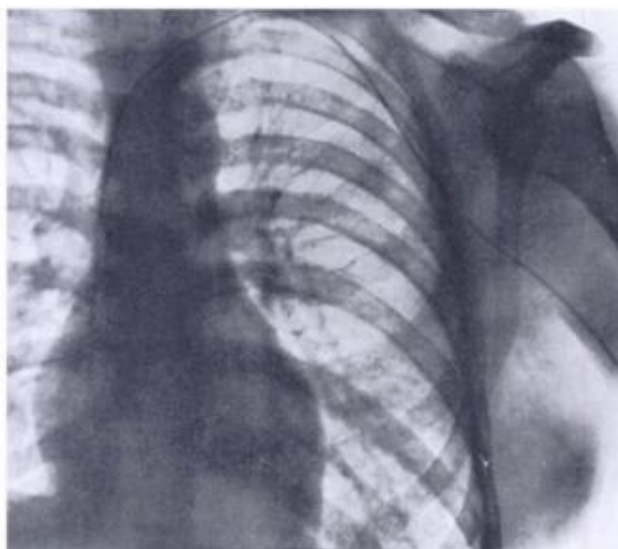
O primeiro cateterismo cardíaco documentado. Aos 25 anos, Werner Forssmann introduziu um cateter 65 cm através de sua veia cubital até a ponta atingir o átrio direito. Ele depois caminhou até o departamento de radiologia onde essa radiografia foi realizada.
